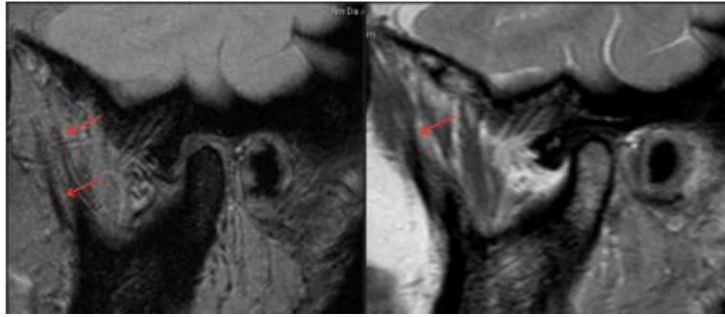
IRM d'une myosite ossifiante traumatique temporale gauche. Coupes sagittales. T2 (réf)
